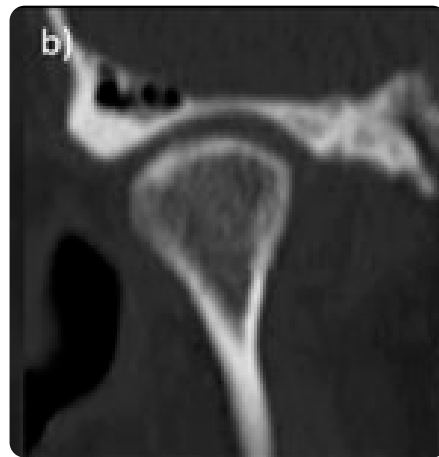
TC facial en reconstrucción coronal evaluando la clasificación morfológica de los cóndilos: a) redonda; b) convexa; c) angulada.
